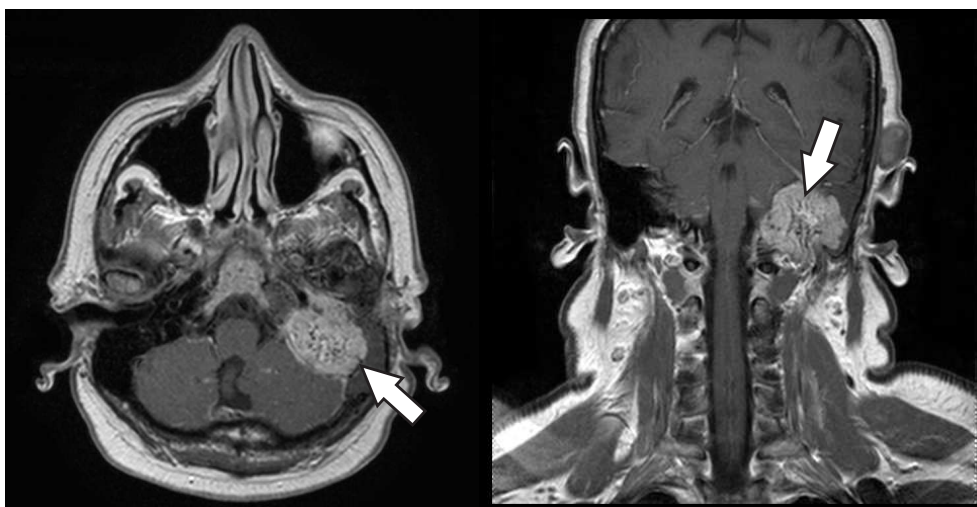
T1 gewichtete MRT Aufnahme eines Glomustumors (Pfeil) nach Kontrastmittelgabe (Gadolinium).
